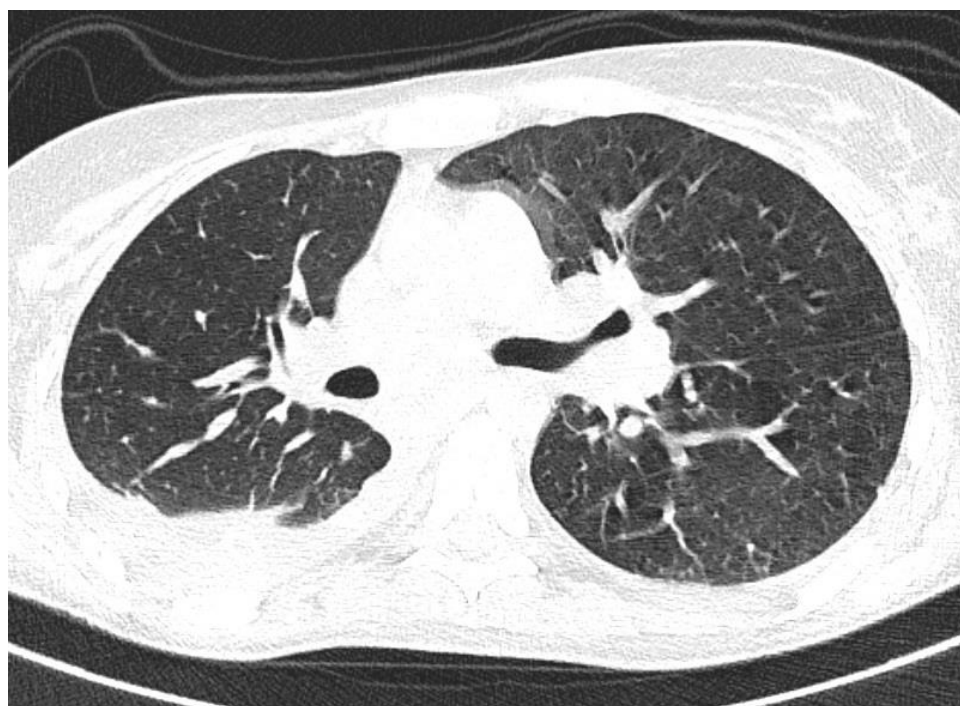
МСКТ больного Ш. перед выпиской
